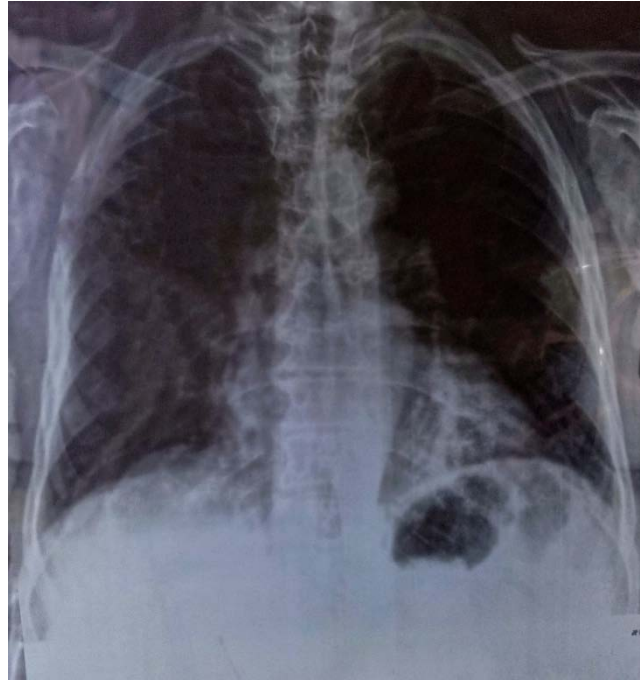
Radiographie thoracique de face : opacité cervicale plongeante dans le médiastin supérieur avec compression trachéale .
